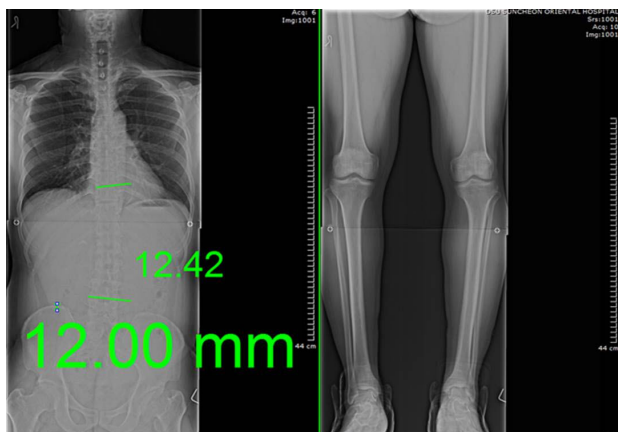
Change of radiograph at after 1<sup>st</sup> treatment(Case 1).
